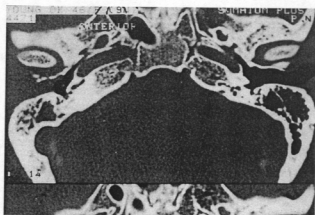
Axial temporal bone CT scan reveals erosion of anterior external auditory wall and granulation tissue in external auditory canal and mastoid cavity.
